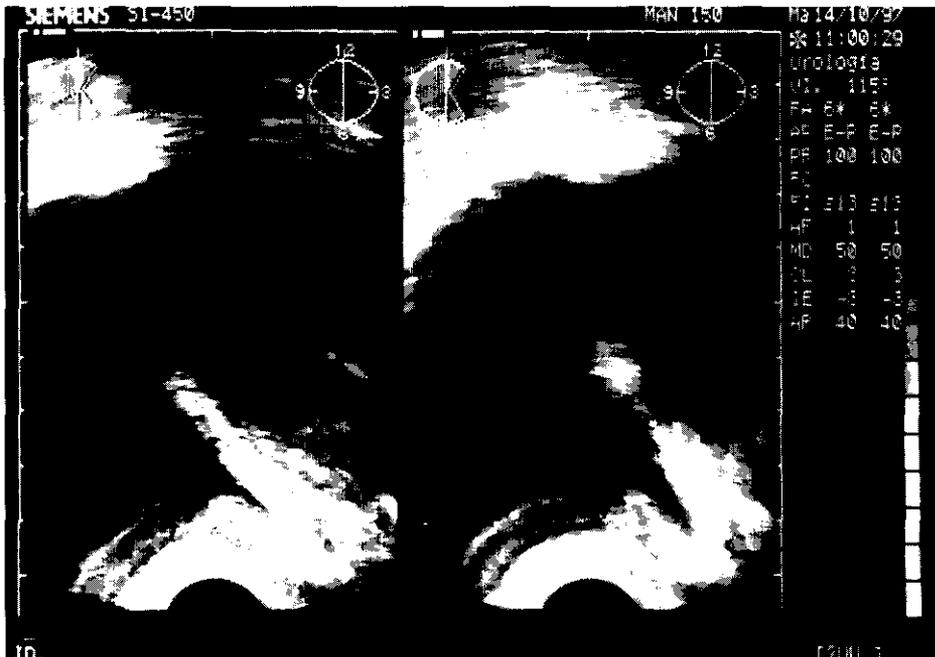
Ecografía prostática transrectal. Sección longitudinal. Ecografía post-resección tranuretral prostática. La celda prostática tiene forma de V, con su vértice en el verum montanum.
